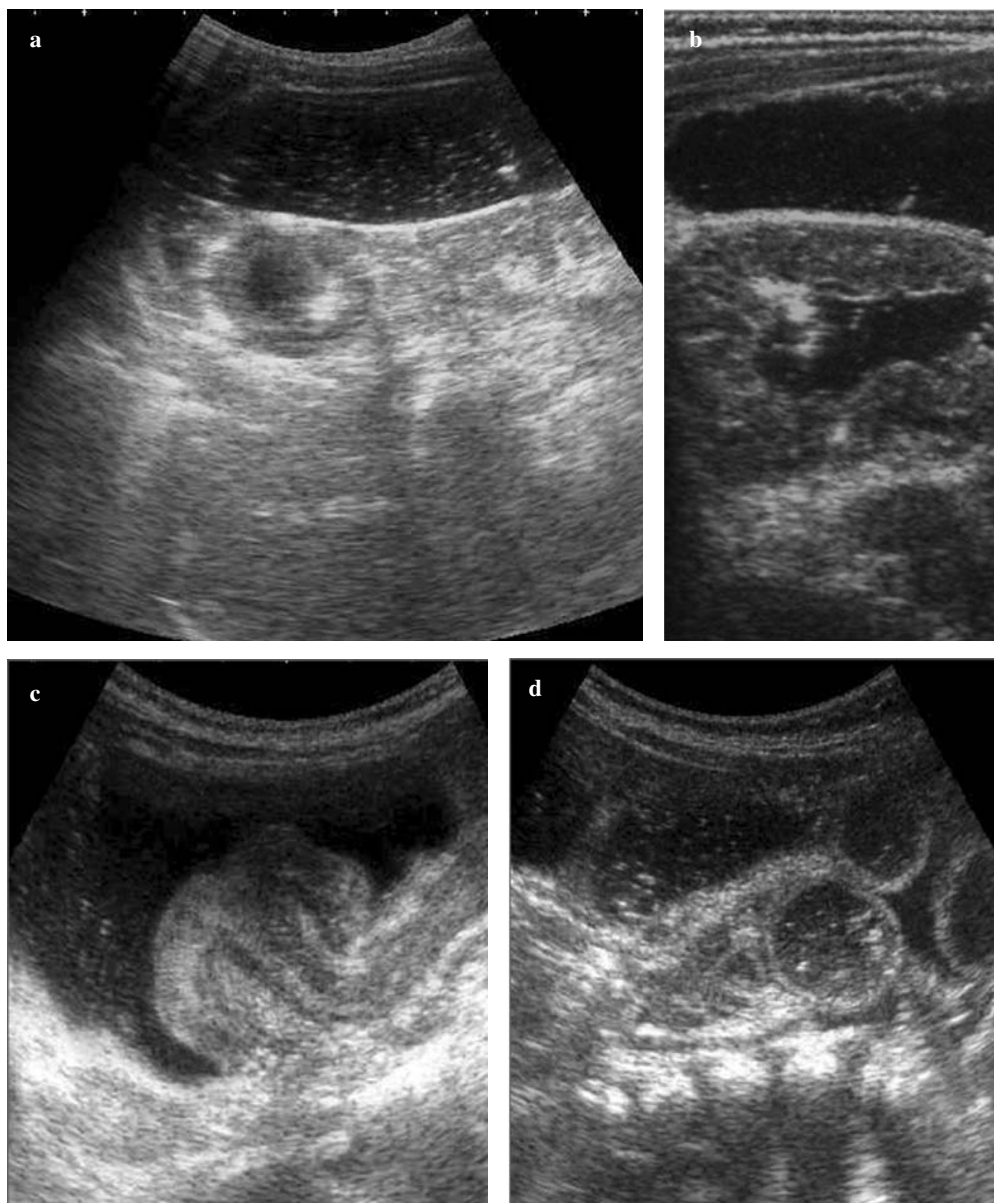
Ultrasound-guided Hartmann's solution enema showing the characteristic doughnut appearance of an intussusception, with Hartmann's solution distending the distal colon (a); the fluid gradually penetrates inside the intussusceptum, causing its retrograde motion towards the ileocecal valve (b); complete reduction of the intussusception with residual ileocecal-valve oedema (c) and passage of Hartmann's solution and air bubbles into the distal ileum (d).
